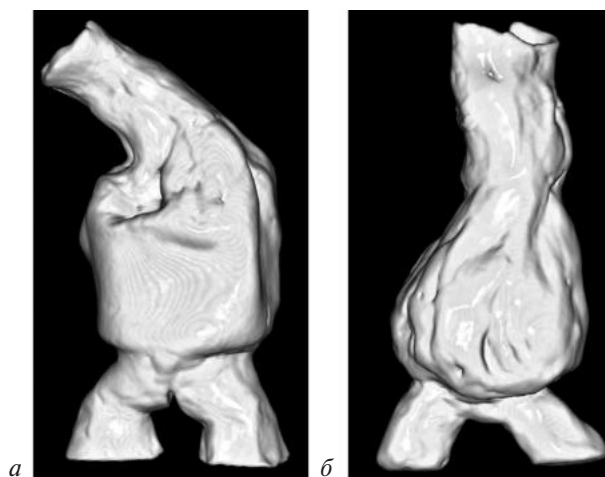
Мультиспиральная КТ: 3D-реконструкция контрольных моделей 1 (а) и 2 (б)
